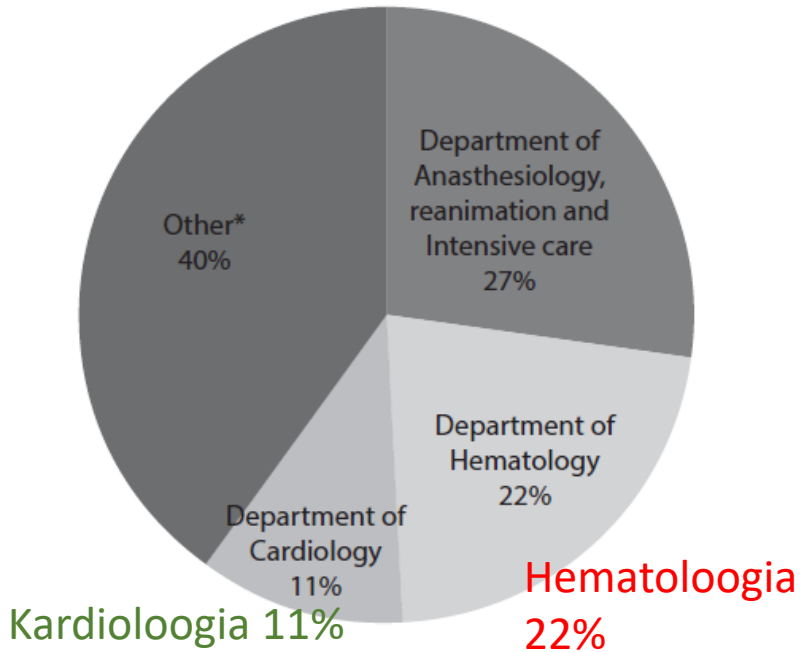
Hospital departments that most frequently violated the MRI rule. MRI - minimum retesting intervals. *Other hospital departments by frequency: Department of Internal Medicine (10%), Department of Oncology (7%), Department of Surgery (6%), Department of Neurology (4%) and with minor contribution Department of Neurosurgery, Department of Pulmology, Department of Gynecology, Department of Urology, Department of Otorhinolaryngology, Department of Rheumatology and Rehabilitation and Department of Psychiatry.
